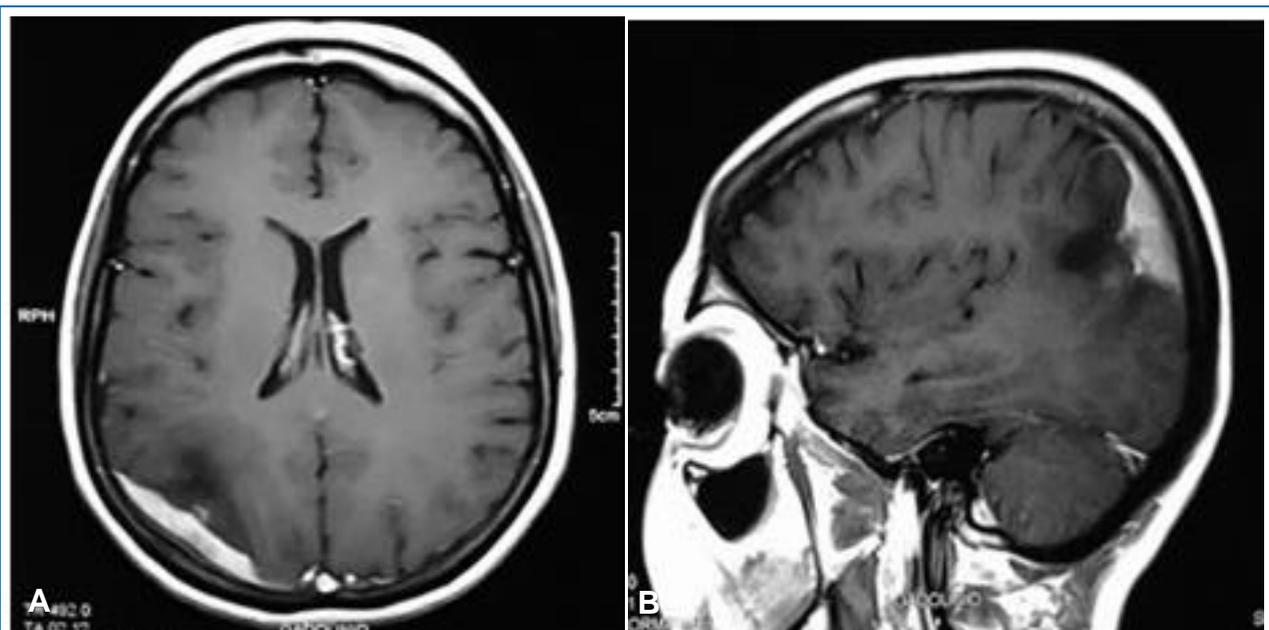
RMN cerebral en axial (A) y sagital (B) que muestra lesión parieto-occipital derecha que capta contraste, con implantación en la duramadre craneal.
